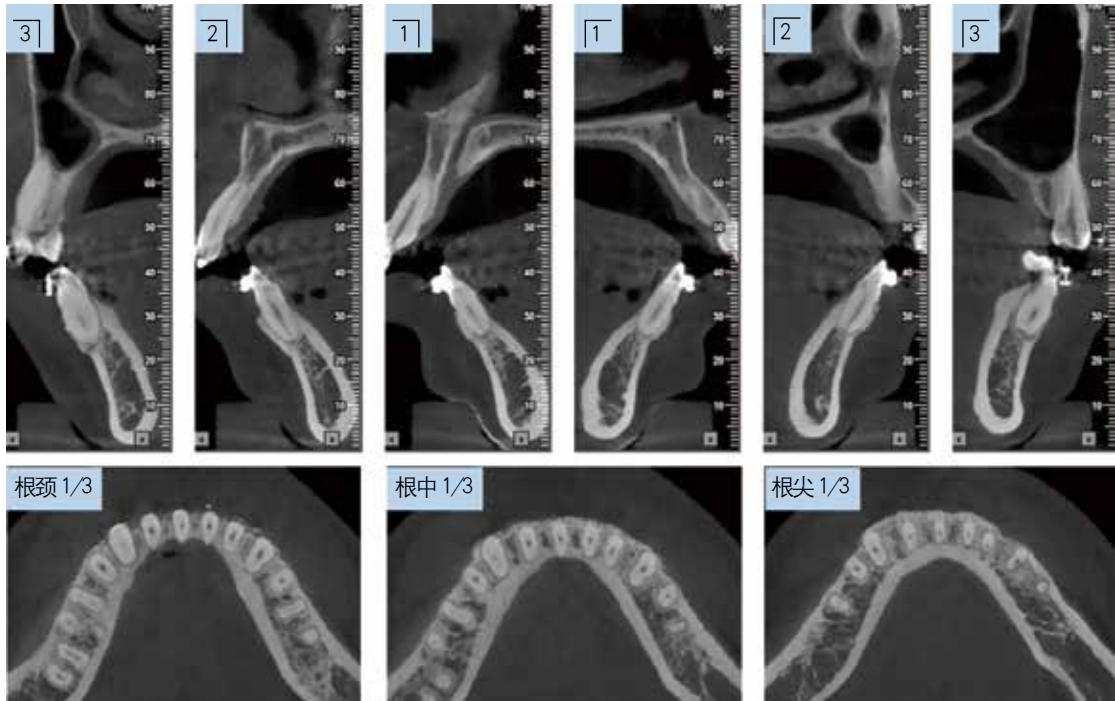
术后 17 个月 CBCT 检查，下前牙术区根中 1/3 及根尖 1/3 区牙槽骨厚度均有一定增加
